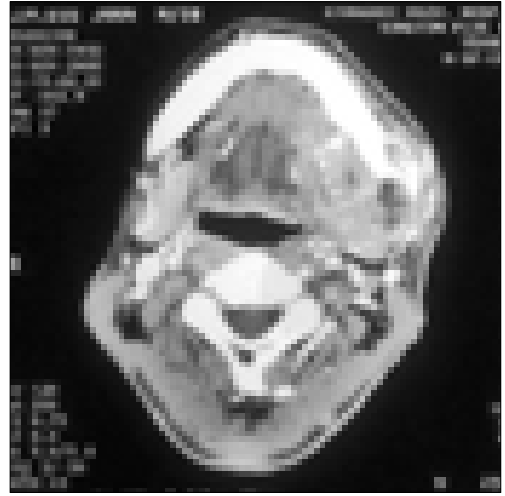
1) CT scan showing expansive bony destruction on Lt. Mn. angle area
